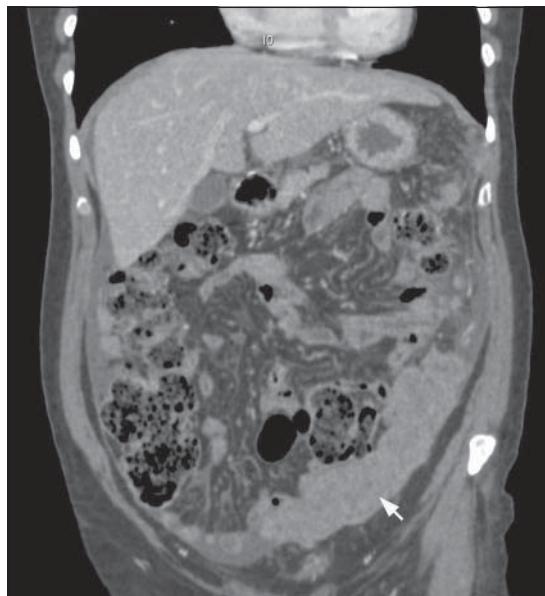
Reconstrucción coronal de tomografía computada de Abdomen y Pelvis. En reconstrucción coronal se aprecia masa de probable origen tumoral de 7,7 cm en la fosa ilíaca izquierda (flecha).
